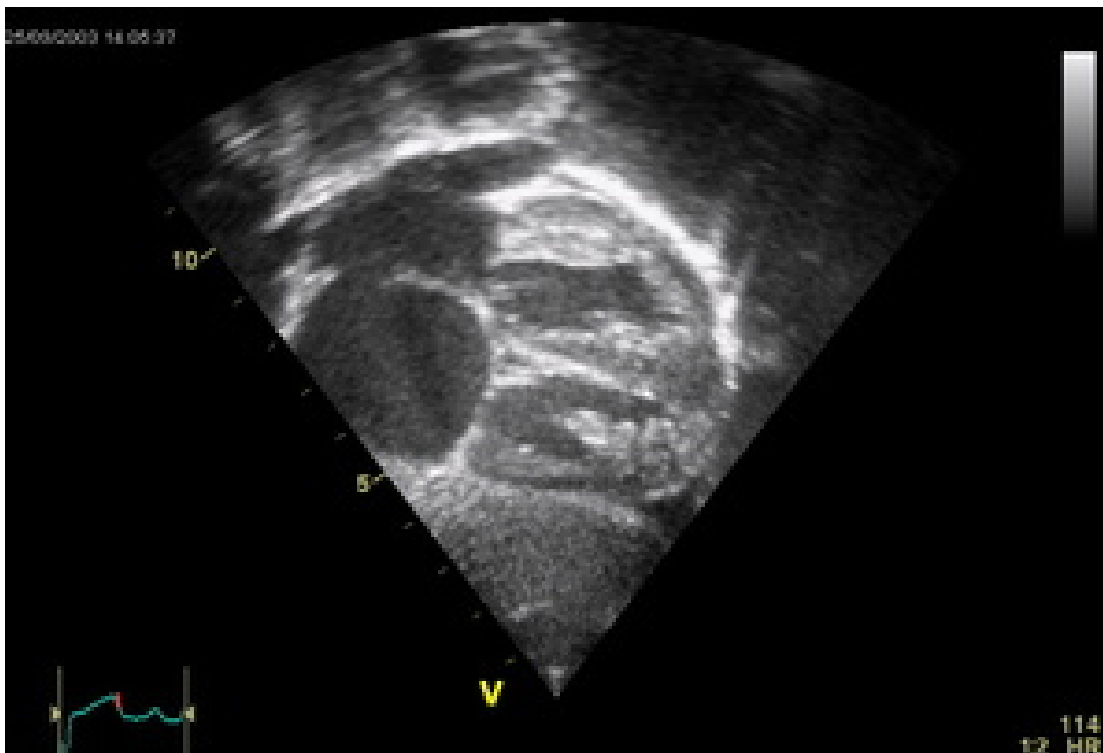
Echokardiogramm eines ASD II, d.h. Ostium-secundum-Typ.
